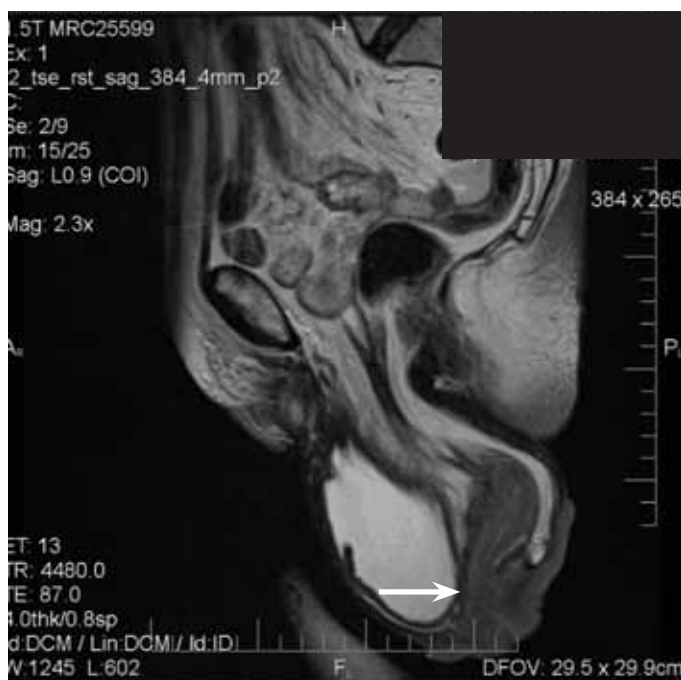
T2 диффузионно-взвешенная МРТ малого таза в сагиттальной проекции – мочевой пузырь, матка и влагалище находятся вне полости таза (стрелкой указана опухоль шейки матки)
